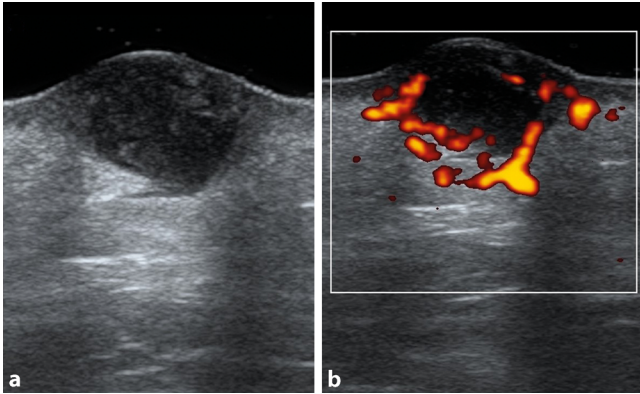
▲ Entzündete Epidermalzyste an der rechten Wange eines Patienten. a Durch entzündliche Infiltration unscharf abgegrenzter Herdbefund mit inhomogenen Binnenechos und zystentypischer dorsaler Schallverstärkung. b In der Powerdopplersonographie randständige bzw. periläsionäre akzentuierte Perfusion als Zeichen der verstärkten Durchblutung aufgrund der Umgebungsentzündung
